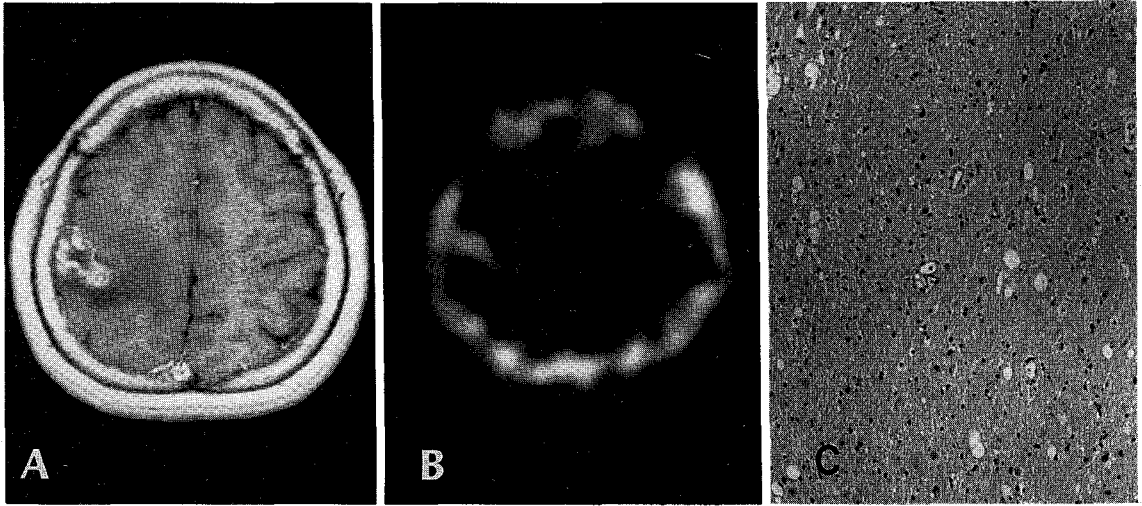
A 39-year-old woman who had resection, radiation therapy and gamma-knife surgery of a metastatic brain lesion from lung cancer 10 months before Tl-201 SPECT.
